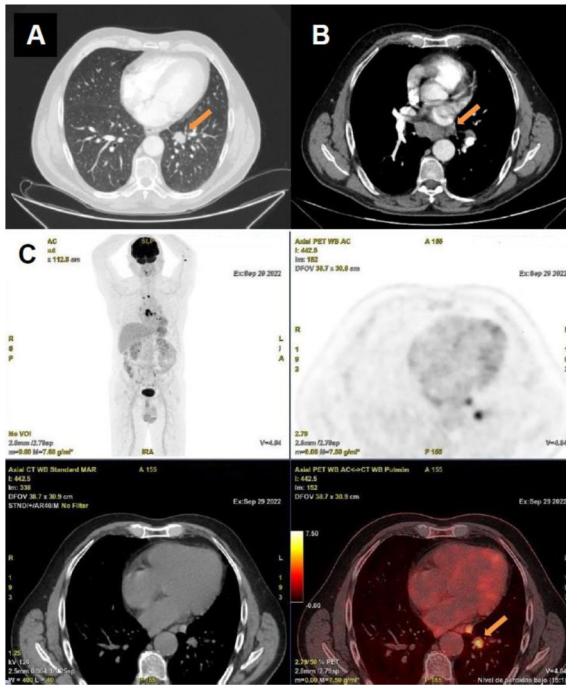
Estudio de imagen de extensión. Las imágenes muestran parte del estudio de imagen de extensión realizado al paciente, con objetivo de descartar una neoplasia oculta. En primer lugar (A) se muestra una imagen de tomografía computarizada torácica que revela una lesión pulmonar nodular, de 21 mm de diámetro mayor, en el lóbulo inferior izquierdo con adenopatías prevasculares (12 mm la de mayor tamaño) (B), infracarinales (21 mm la de mayor tamaño) e hiliares bilaterales (17 mm la de mayor tamaño en el lado derecho). La tomografía por emisión de positrones-tomografía computarizada (PET-TC) que aparece en la siguiente imagen (C) muestra hipermetabolismo del nódulo pulmonar y de las adenopatías mediastínicas.
